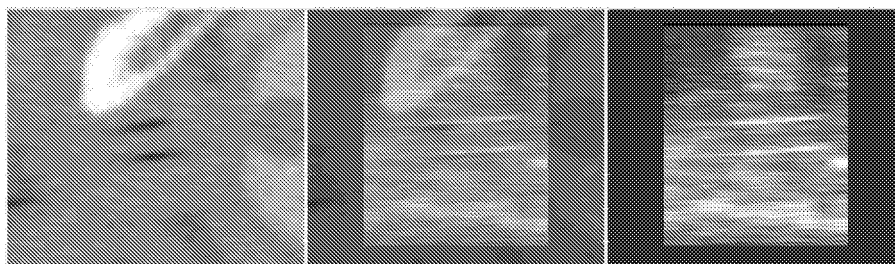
Sagittaler Schnitt durch das CT bzw. U/S Volumen nach Registrierung. Das mittlere Bild stellt die Fusion der beiden Volumina dar. Gut sichtbar sind hierbei die Katheter, welche im U/S Datensatz schwarz und im CT Datensatz weiß visualisiert werden.
